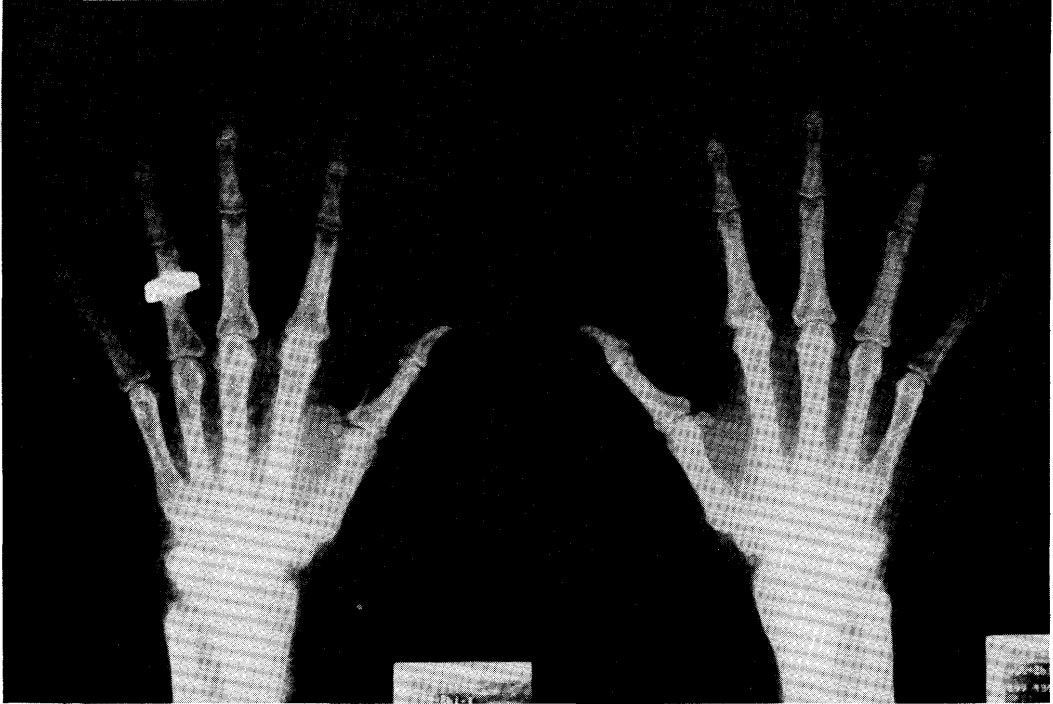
Hand X-ray shows subperiosteal resorption as well as small cystic lesions. Of note are calcifications along the vessel walls
